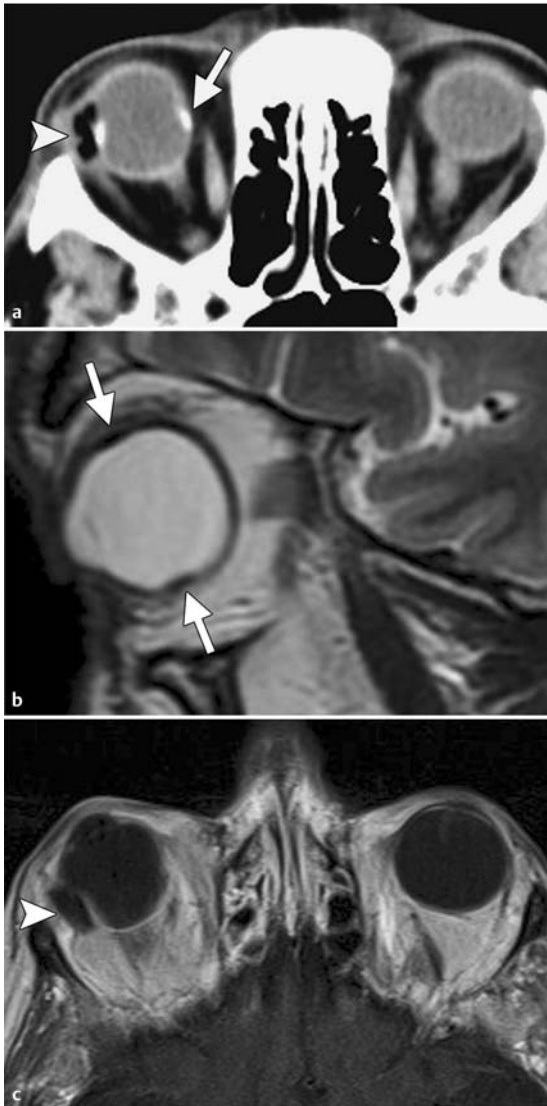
Skleraplomben und -Cerclagen zur Behandlung der Netzhautablösung bei einer 80-jährigen Frau. a Axiale CT-Aufnahme eines Silikonschwamms (Pfeilspitze), der in radialer Konfiguration an der lateralen Sklera des rechten Augapfels angenäht und als Struktur mit derselben Dichte wie Luft erkennbar ist. Zudem ist eine rund um den Augapfel verlaufende Cerclage (Pfeil) aus solidem Silikongummi zu sehen. b, c Sagittale T2w (b) und axiale kontrastverstärkte T1w MRT-Aufnahme (c): Die Signalintensität der Silikonteile ist gering, unabhängig davon, ob sie aus solidem Silikon (b, Pfeile) oder aus Silikonschwamm (c, Pfeilspitze) bestehen.
